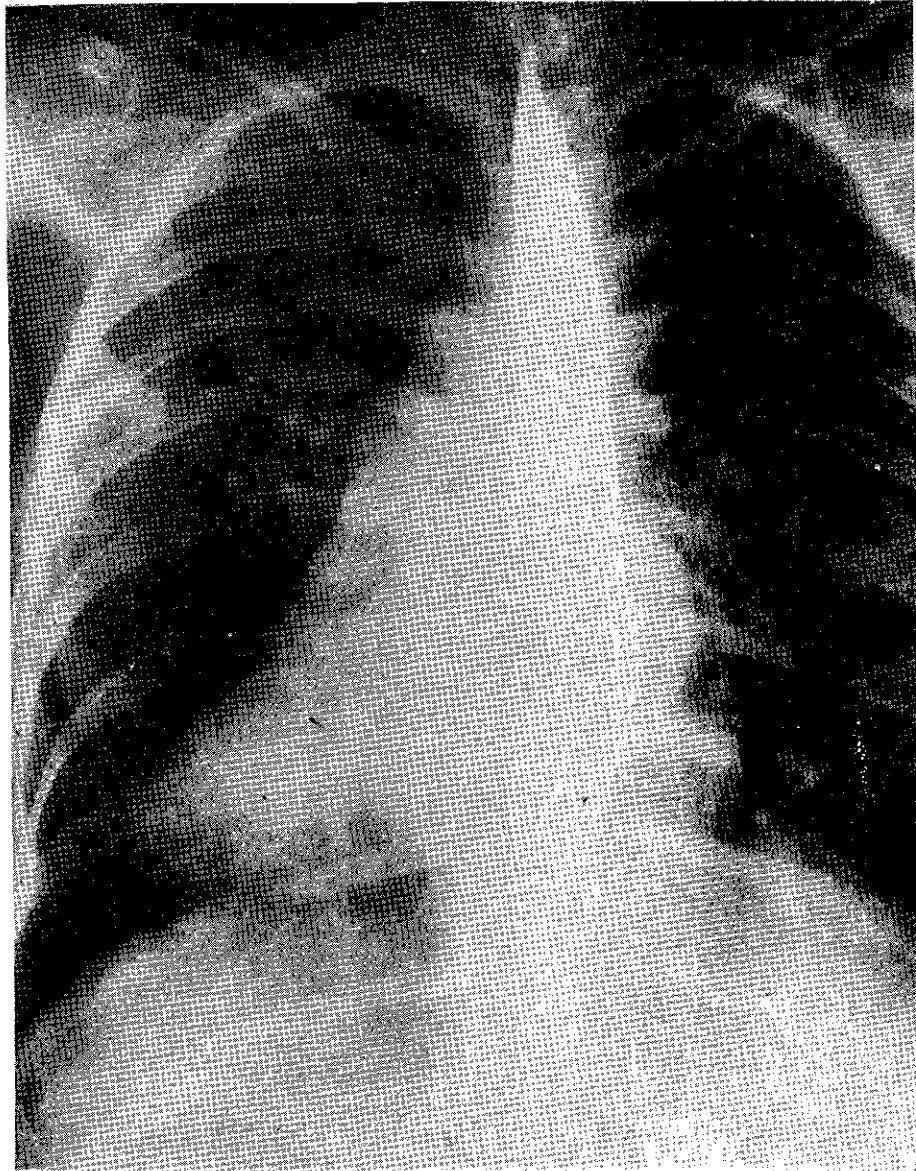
Radiografía tomada al paciente en decúbito prono. El esofagograma demarca el sitio del esófago. Se aprecia también el sitio del bronquio izquierdo que es punto de reparo para localizar la aurícula izquierda
